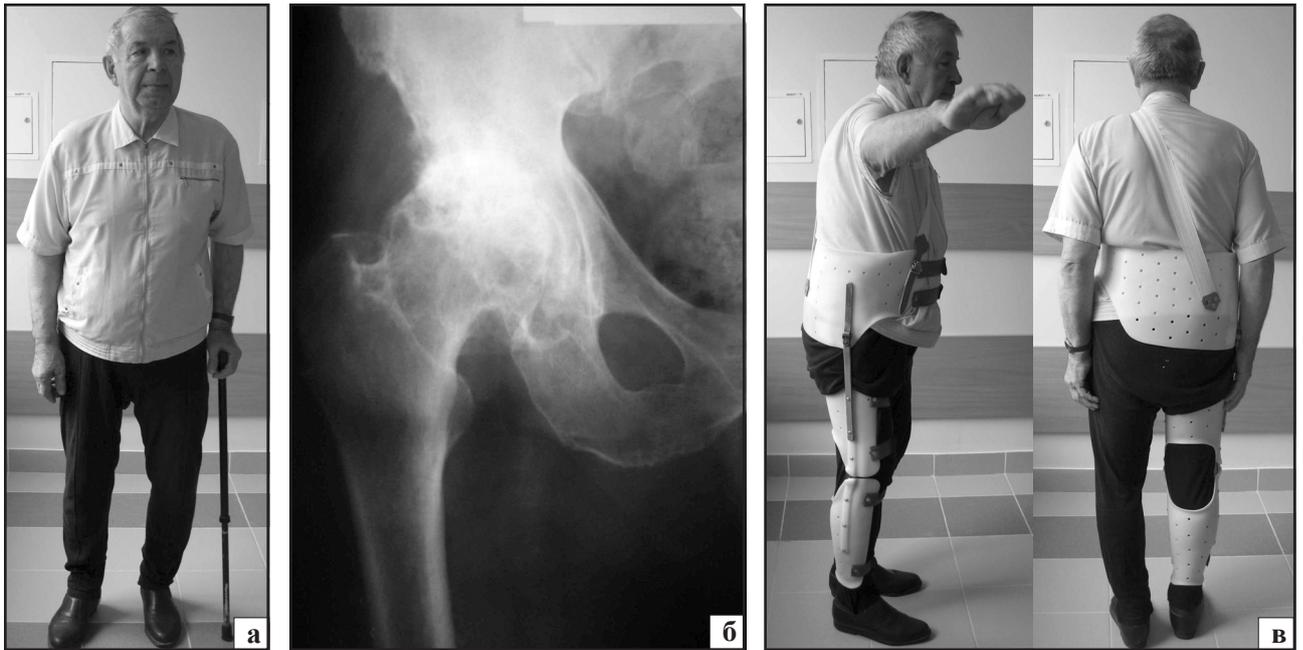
Фото больного В. с правосторонним деформирующим коксартрозом до ортезирования (а), рентгенограммы сустава (б), после ортезирования (в)
